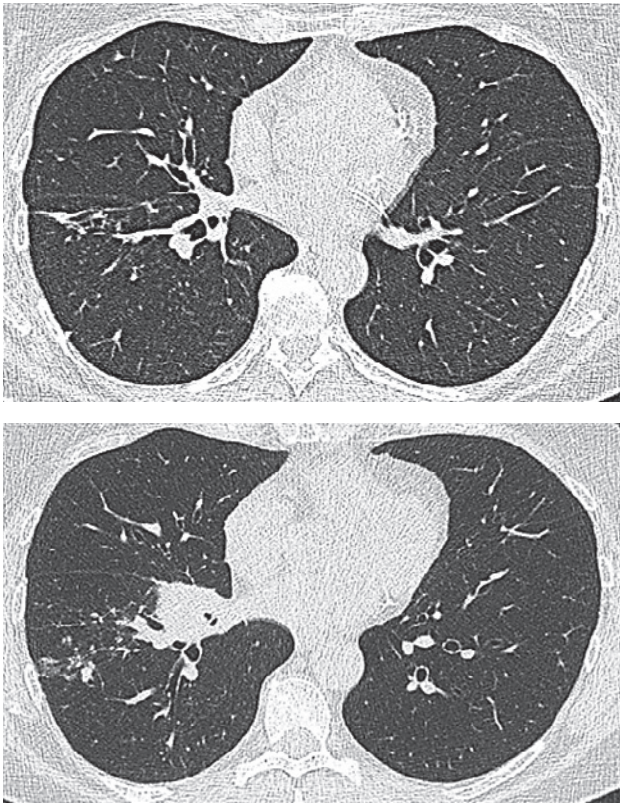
КТ органов грудной полости от 05.2016 г.
